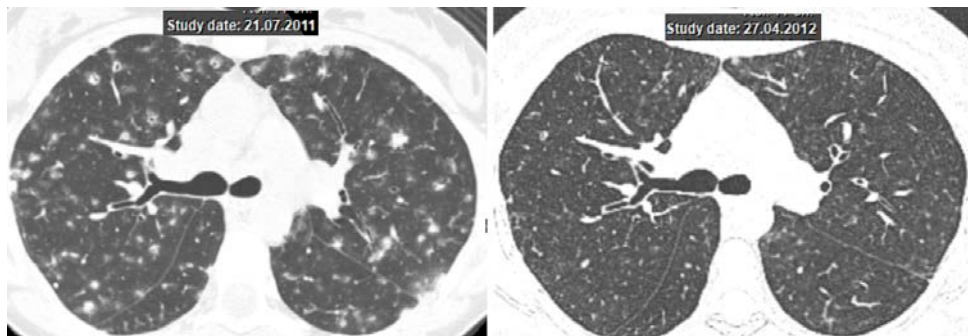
Саркоїдоз II стадії, КТ: множинні макровузлики та вузли в паренхімі, перибронхіальні потовщення у вигляді муфт (ліворуч – до лікування, праворуч – після 9 місяців терапії)
